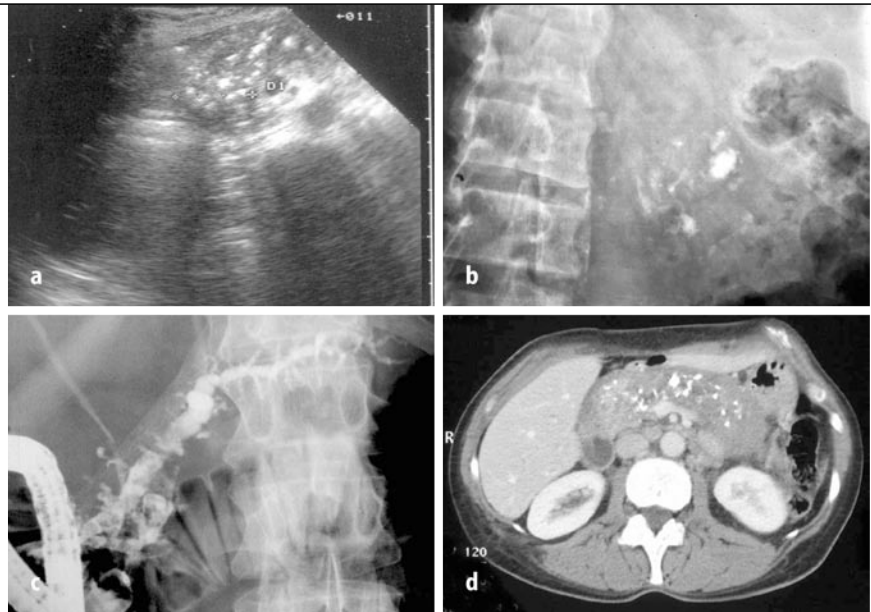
d ▲ Typische morphologische Befunde einer ausgeprägt kalzifizierenden chronischen Pankreatitis: a Ultraschalluntersuchung mit deutlichen Kalzifizierungen mit dorsaler Schallauslöschung im Pankreaskopf. b Röntgenübersichtsaufnahme des Pankreas mit multiplen grobscholligen Verkalkungen. c Endoskopische retrograde Pankreatikographie mit deutlich dilatiertem, inhomogen strukturiertem Ductus Wirsungianus mit Darstellung von mehr als 3 verplumpten Seitenästen und dilatiertem Ductus Santorini. Im Pankreaskopfbereich besteht der Verdacht einen Füllungsdefekt im Sinne eines Pankreaskonkrements. d Computertomographie mit aufgetriebener grobschollig verkalktem Pankreas
